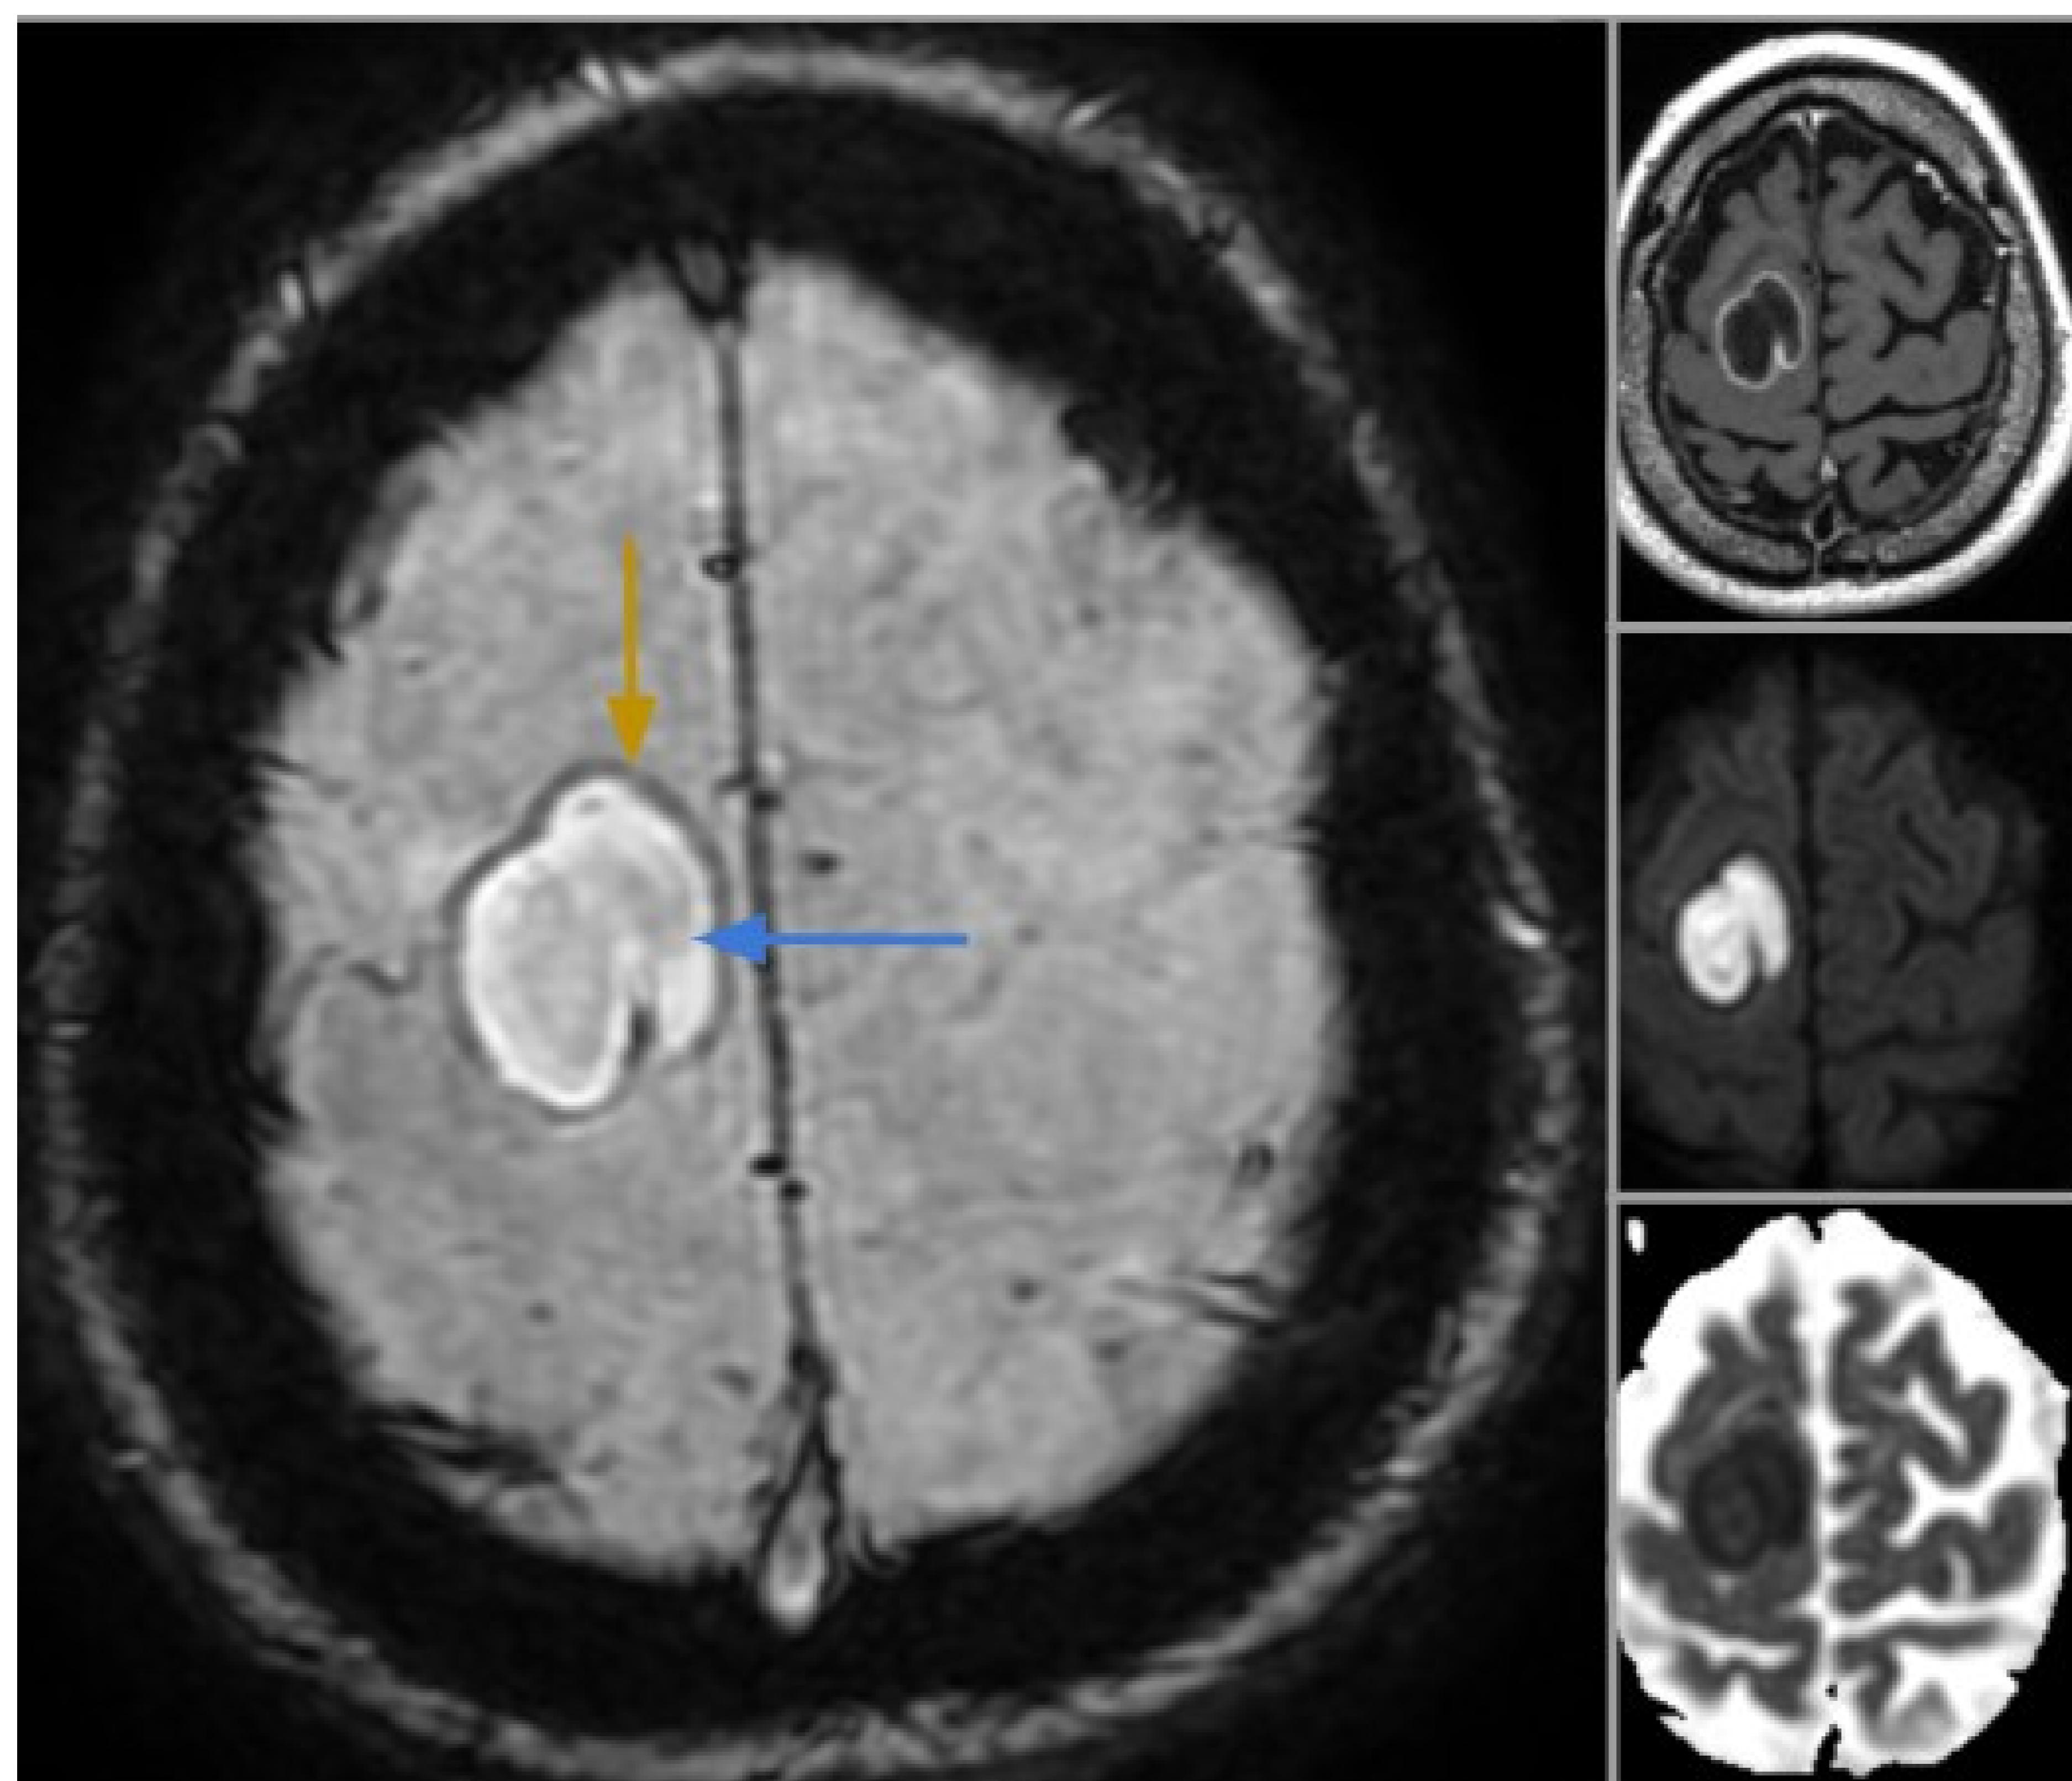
Encapsulación precoz de absceso cerebral. Imágenes de RM muestran lesión bien definida hipointensa y con realce periférico continuo fino en secuencia potenciada en T1 con contraste (derecha, arriba), así como restricción en difusión del contenido de la lesión (derecha, centro y abajo). Secuencia de susceptibilidad magnética (izquierda) que muestra el signo del doble anillo compuesto de un anillo periférico hipointenso (flecha amarilla) en relación con cápsula de colágeno formada, y un anillo más interno e hiperintenso (flecha azul) compuesto de infiltrado inflamatorio.
